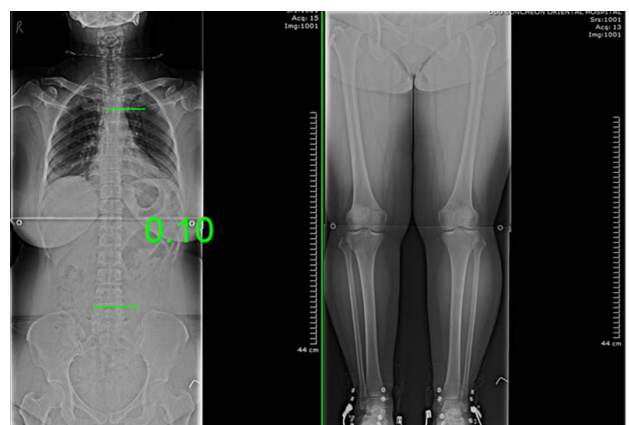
Change of radiograph at after 3<sup>rd</sup> treatment(Case 2).
